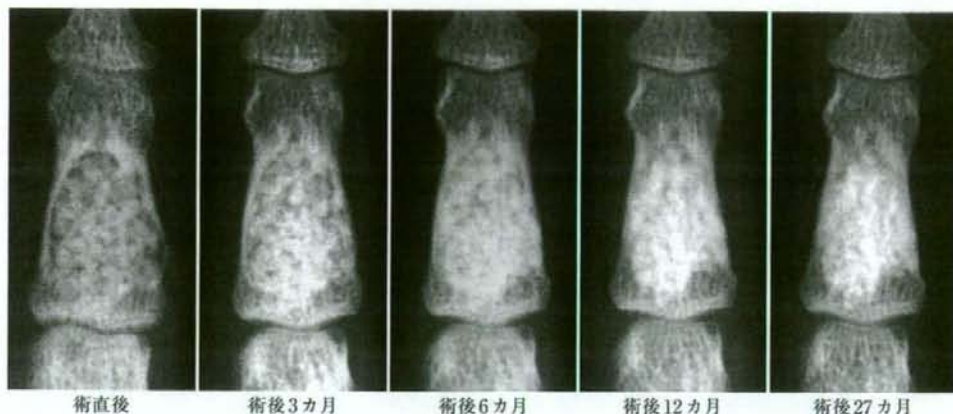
右手中指中節骨の内軟骨腫における経時的X線像の変化
